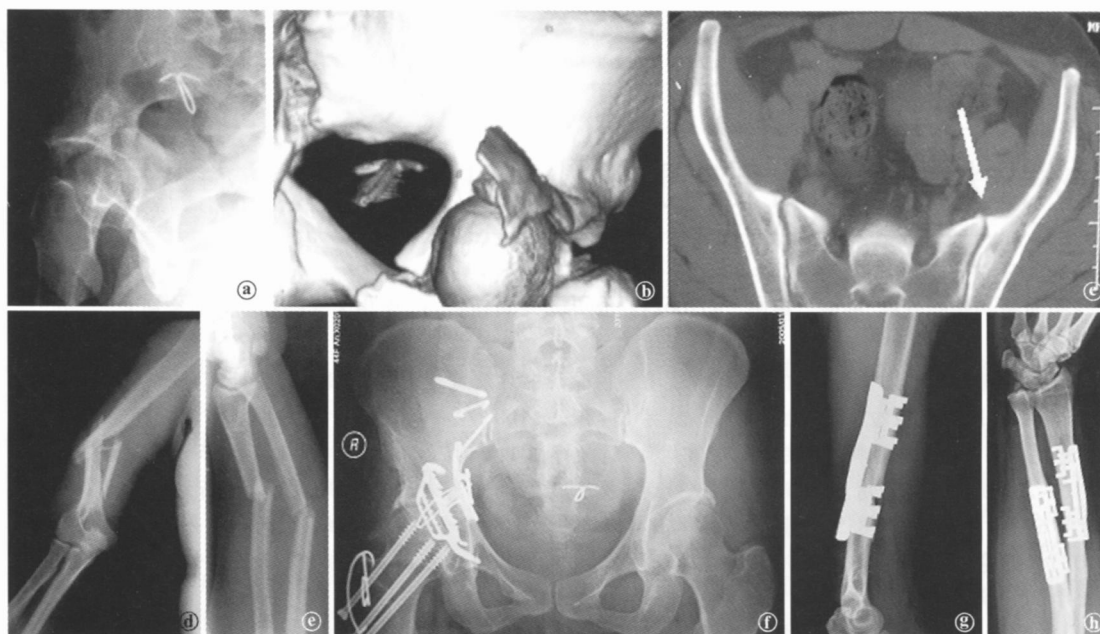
女性患者, 44岁, 车祸致右 CAF合并股骨颈骨折、骶髂关节分离及右肋骨、肱骨、左尺桡骨多处骨折。行右髂内动脉结扎, ATMFS固定右侧髋臼、右骶髂关节及大转子截骨块; 多根钉固定右侧股骨颈骨折; SMC固定右侧肱骨及尺桡骨 a 术前右侧髋臼位 X线片示: 关节后脱位、股骨颈骨折、后壁骨折 b 术前三维 CT示: 右髋关节后脱位、后柱骨折、后壁骨折、股骨颈骨折 c 术前二维 CT片示: 两骶髂关节对称, 无骶髂关节分离 (但术中发现右侧骶髂关节分离, 极不稳定) d 术前 X线片示: 右侧肱骨干下 1/3段粉碎、劈裂骨折 e 术前 X线片示: 左侧尺桡骨中段、下段骨折 f 术后 18个月骨盆前后位 X线片示: 骶髂关节稳定, 弓状线呈对称性固定, 髋臼后柱、后壁获解剖性固定, “头臼”呈解剖性的对应, 股骨颈骨折愈合, 无股骨头缺血性坏死 g 术后右侧肱骨干 X线侧位片示: 非固定段与固定段的骨皮质密度一致, 无凌乱骨痂, 未见固定段的骨萎缩, 呈骨样骨板状替代 h 左侧尺桡骨骨折 X线正位片, 呈现同肱骨同样的 X线影像
